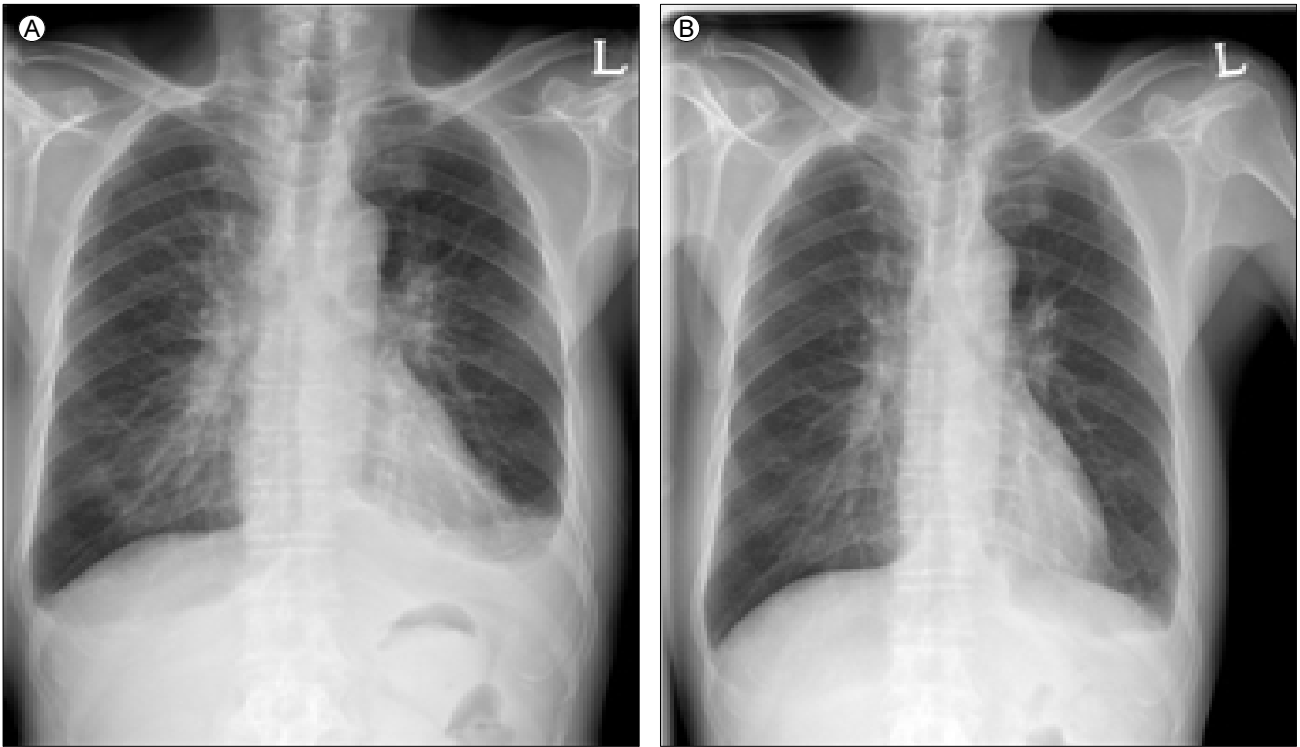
Chest X-ray shows peribronchial infiltration of the right lower lung field and pleural effusion (A), and improved state (B).
